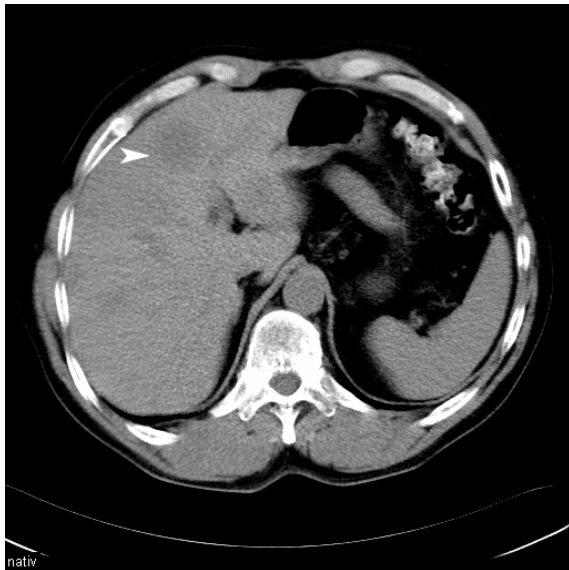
Native CT der Leber
